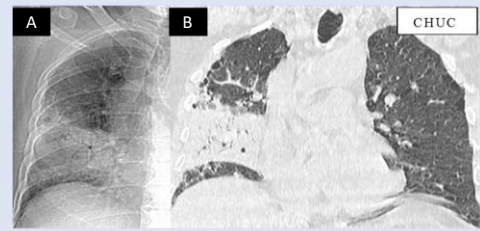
Homme 62 ans. Cliché thoracique (A) et coupe TDM coronale en fenêtre parenchymateuse (B). Pneumonie bactérienne.
